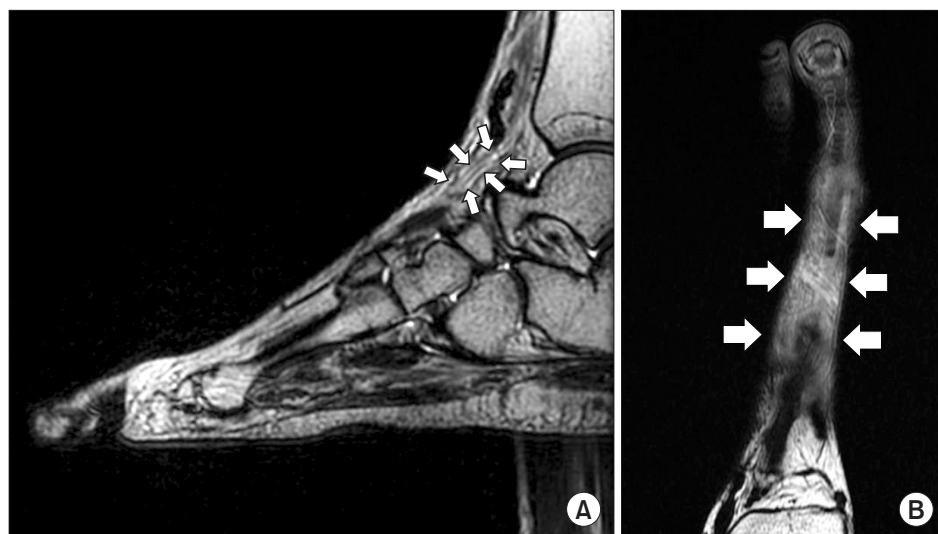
T2-weighted magnetic resonance imaging shows extensor hallucis longus with diffuse intratendinous heterogenous-signal change (arrows) on sagittal (A) and axial view (B).
